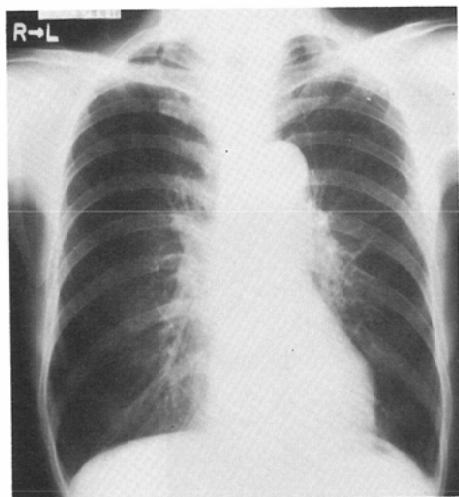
(May 28, 1979) Chest roentgenogram shows complete regression of the shadow with combination treatment of radiotherapy and chemotherapy
